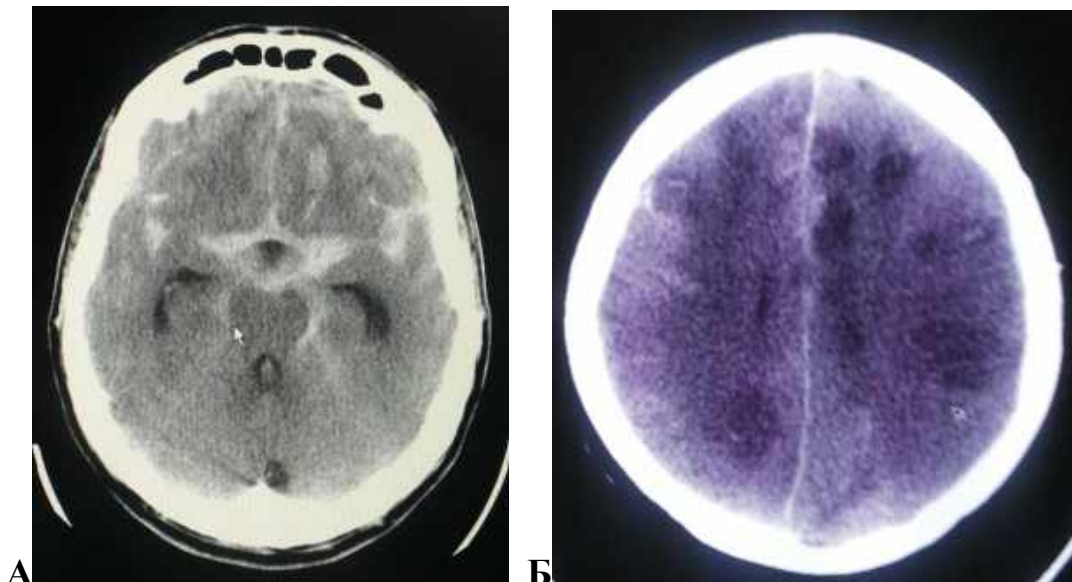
Спостереження №4. КТ хворої М-ха, 42 роки, історія хвороби № 2886. А — при госпіталізації, Fisher 3. Б — на 5-ту добу після
